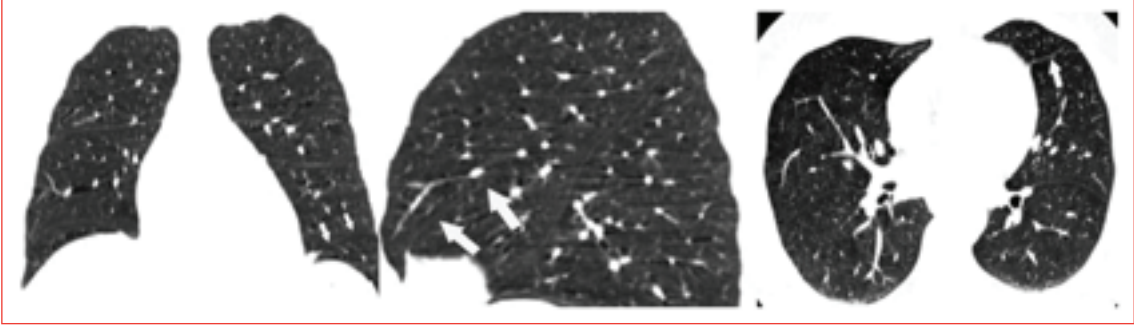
Koronal sagittal ve aksiyel görüntülerde inferior aksesuar fissür oklarla işaret edilmiştir. (Normal and accessory fissures of the lung: Evaluation with contiguous volumetric thin-section multidetector CT. Cronin P, et al.)
